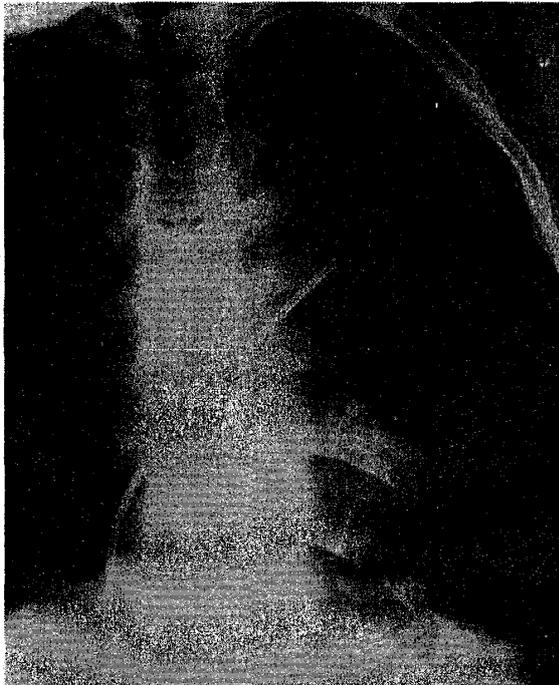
右心カテーテル中の胸部 X線写真 (正面像)。カテーテル先端は右房から左房にぬけている。
